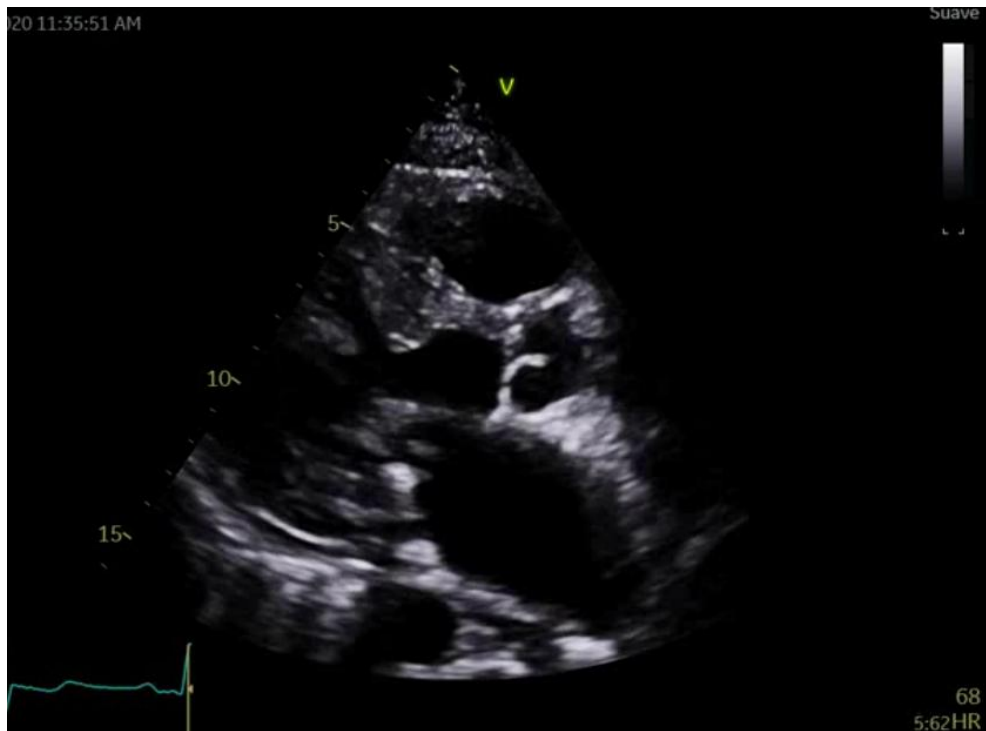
Ecocardiografía transtorácica (plano paraesternal eje largo). Ventrículo izquierdo con adelgazamiento miocárdico en zona de la ablación.
